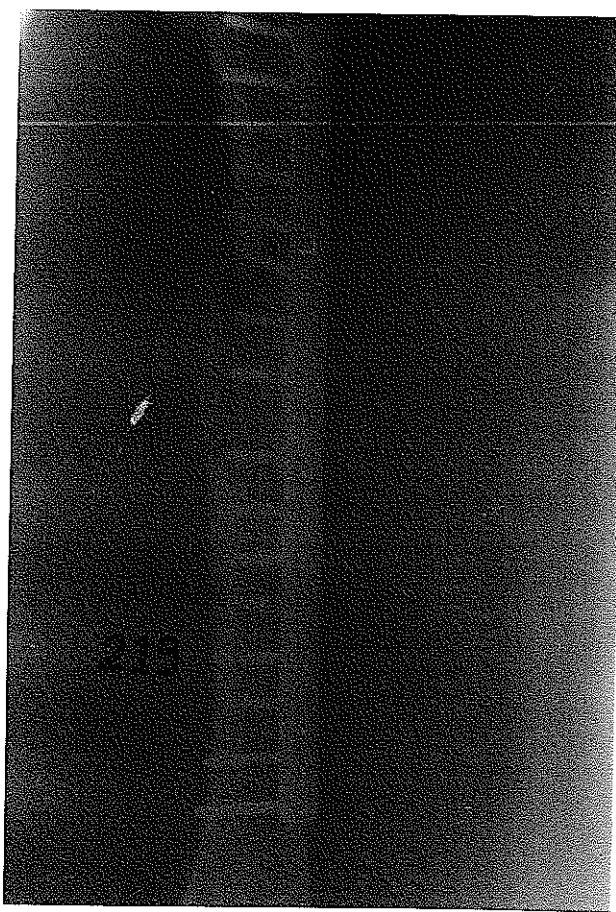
49 yaşında erkek hasta, yüksektan düşme sonucu aynı taraf sol femur cisim GI açık parçalı kırığı ve trokanterik kırık oluşturdu. Trokanterik kırık 3 adet vida ile cisim kırığı 18 delikli DCP plak ile osteosentez yapıldı Ameliyatta kemik grefi kondu. a) Kırık grafisi, b) Ameliyat sonrası grafi, c) İznimiz olmadan erken yük vermeye bağlı 4. ayda plakta kırık oluşan grafi, d) 14 delikli AO plak ile lateralden 4 delikli AO plak ile medialden osteosentez sonrası 4. ayda kırığın kaynamış grafisi
